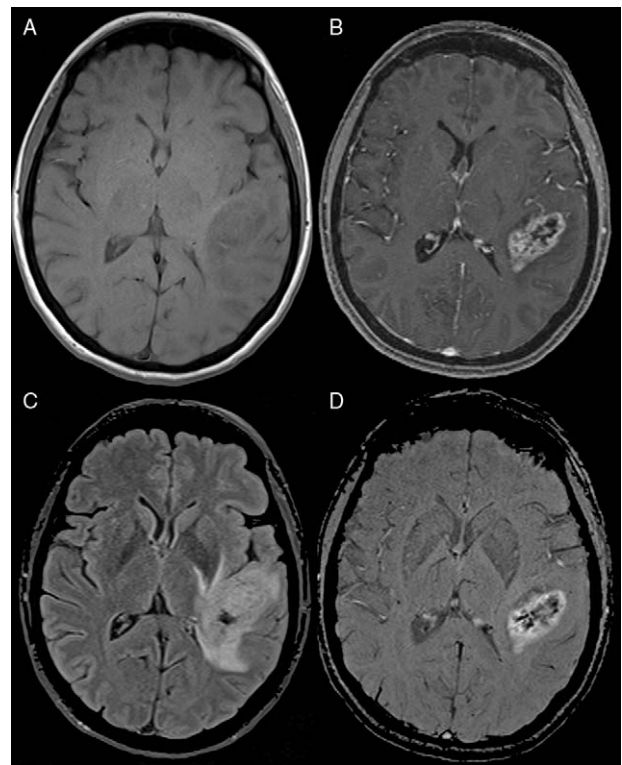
Mismo paciente que en la figura 2. Estudio de RM con secuencias convencionales. A) Secuencia axial potenciada en T1 que muestra una lesión relativamente homogénea y tenuemente hipointensa. B) Sin embargo, tras la administración de contraste intravenoso identificamos un marcado realce periférico con ausencia de realce central, delimitando la lesión de manera precisa. C) En la secuencia axial T2 FLAIR identificamos la propia lesión y la zona peritumoral en sustancia blanca adyacente, algo más hiperintensa que la lesión y que se extiende por brazo posterior de cápsula interna, por cápsula externa y por la zona parietal. D) Secuencia axial potenciada en susceptibilidad (SWI) tras contraste intravenoso, que muestra las zonas de realce pero también zonas de marcada hipointensidad de señal centrales en relación con aumento de deoxihemoglobina vascular, calcio o hemorragia. En conjunto sugiere corresponder a un tumor glial de alto grado o una metástasis, pero con un amplio diagnóstico diferencial.
